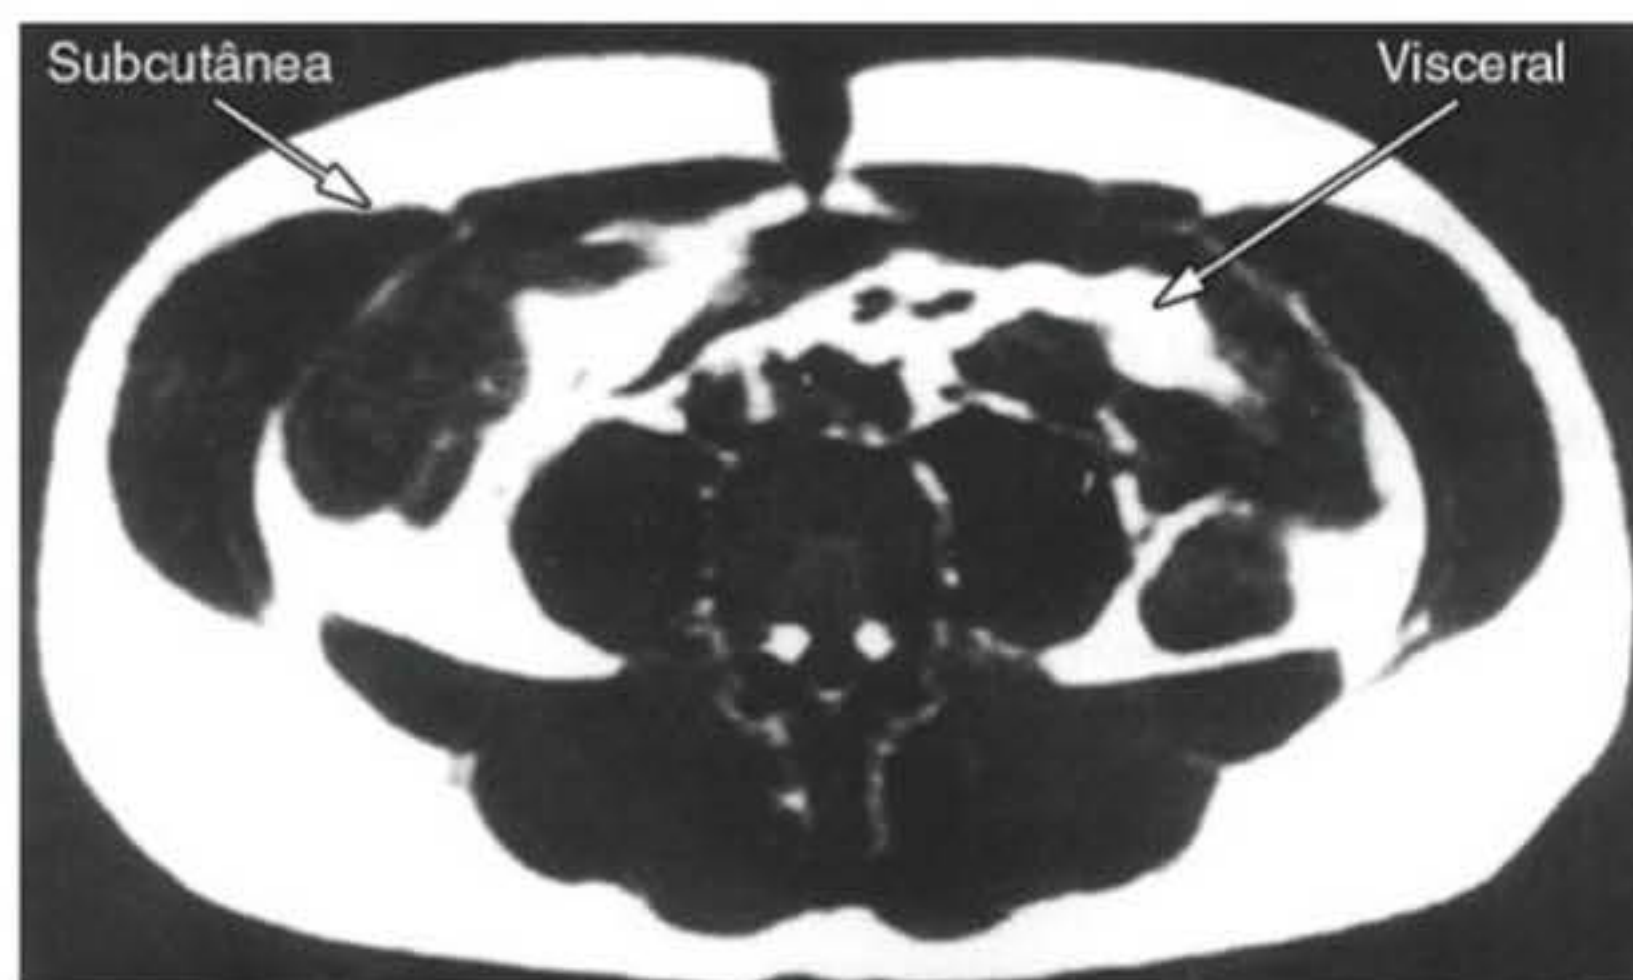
Ressonância magnética do abdome mostrando a gordura subcutânea e a visceral.
